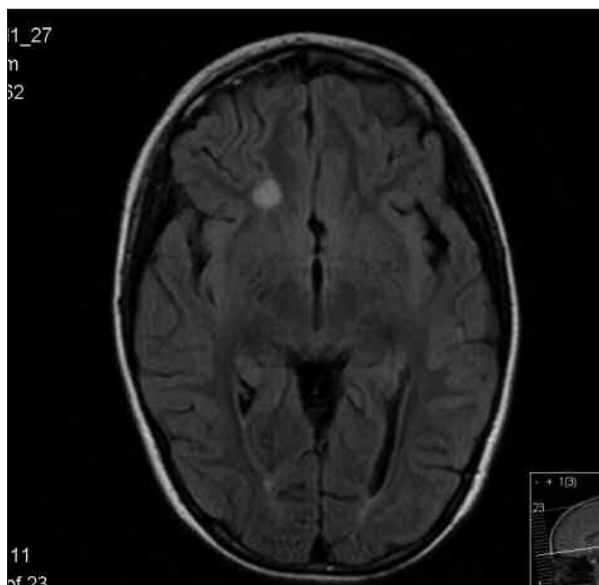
Imagem de RMN cerebral (20º dia de doença) – T2 FLAIR.
